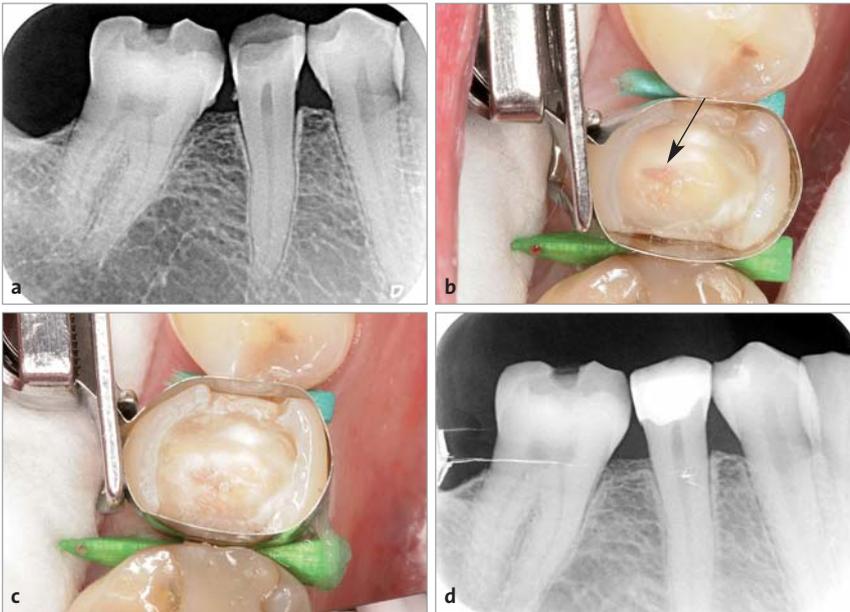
a) Röntgenaufnahme Zahn 45 mit entfernter Füllung; b) Karies ist tiefer als man im Röntgenbild vermuten würde, Pulpa schimmert rosa durch (Pfeil); c) Konditionieren mit Er:YAG minimalinvasiv; d) Röntgenaufnahme mit kompositrestauriertem Zahn.
